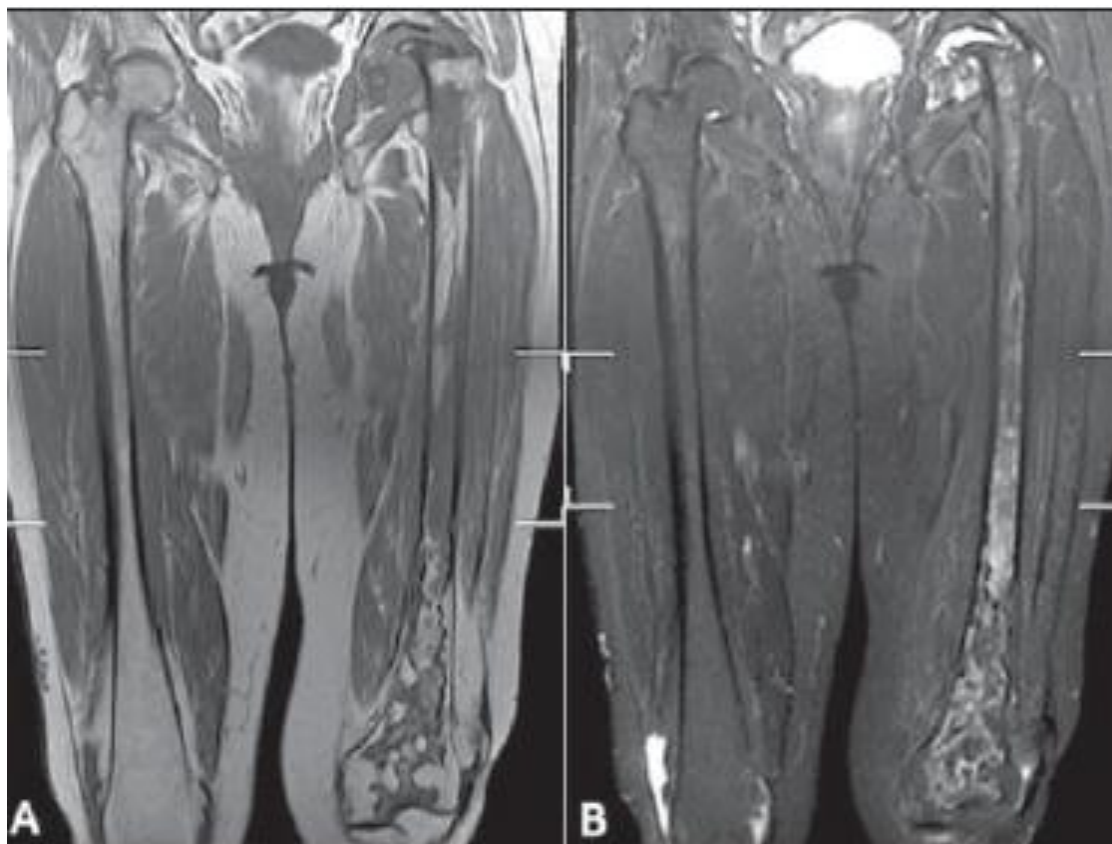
Imagens de RM de uma mulher de 63 anos de idade com doença de Gaucher. As imagens das sequências ponderadas em T1 (A) e T2 (B) no plano coronal de ambos os fêmures foram classificadas como escore 5 para a intensidade do sinal e 3 para extensão do envolvimento, em função da presença de infiltração de ambas as epífises, proximal e distal, dando pontuação BMB femoral total de 8.
